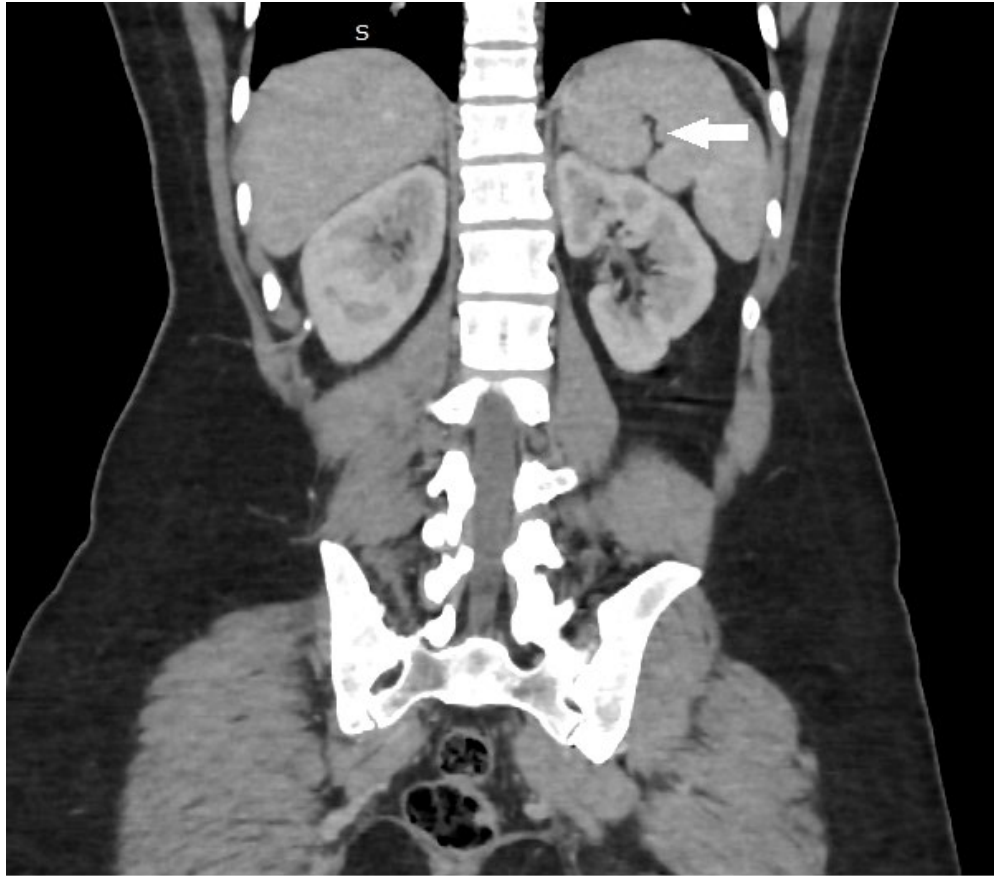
Reconstruction coronale d'une TDM abdominale avec injection de PCI au temps portal montrant une encoche splénique (flèche blanche)
